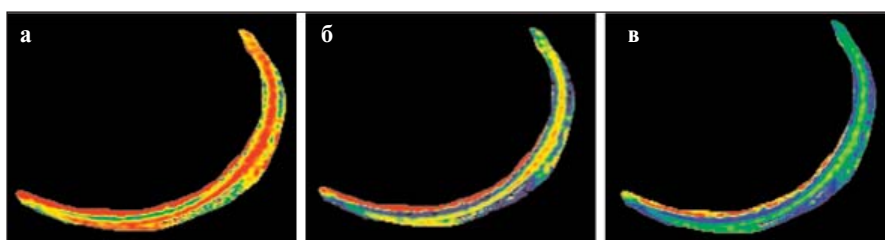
МРТ с цветовым T2-картированием хрящевой ткани (сагиттальные срезы) у пациентов с ОА КС. Состояние хряща: а – на фоне терапии эторикоксибом; б – на фоне терапии гиалуронатом натрия; в – на фоне терапии Алфлутопом
